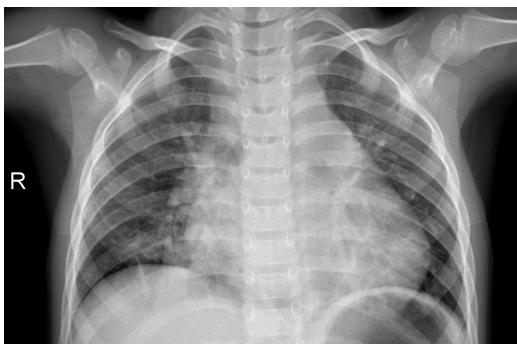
Radiografias: Normal x Pneumonia x COVID-19
